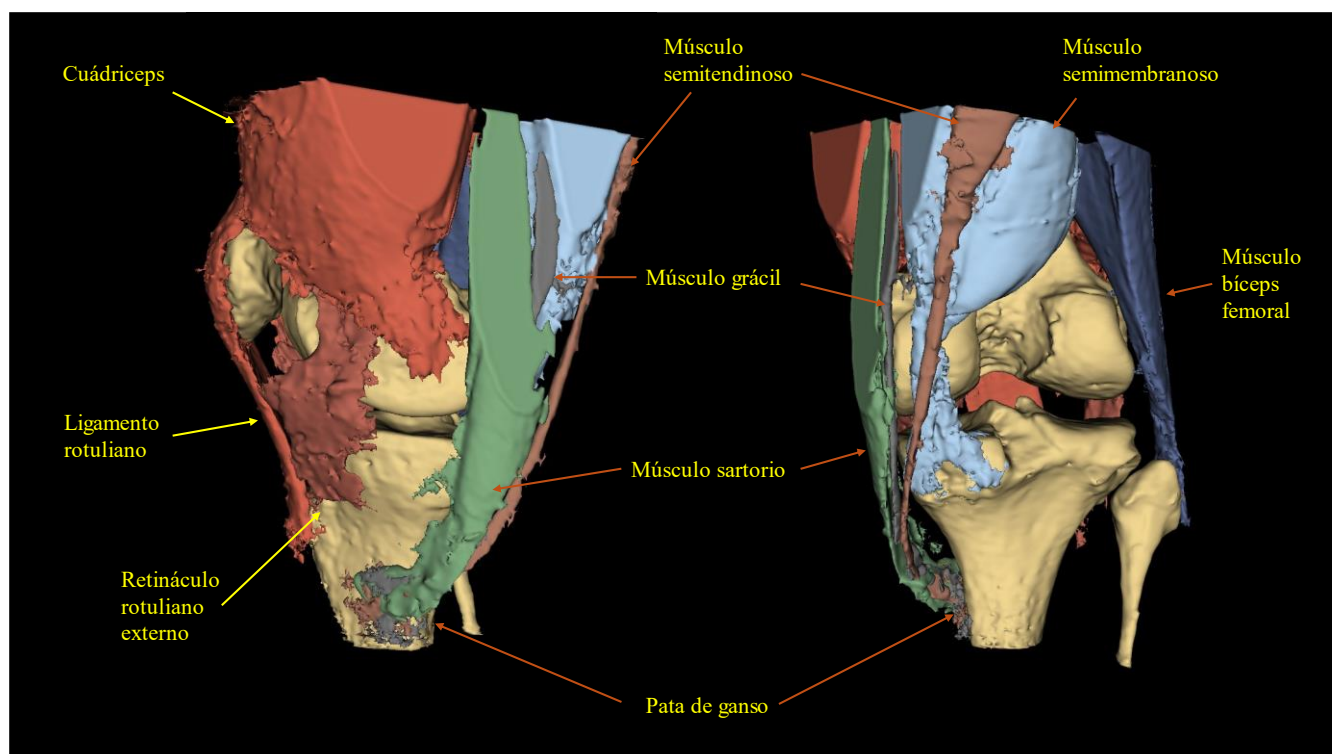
Visión posterior y medial del muslo. Recorrido de los músculos de la pata de ganso. La parte superior del sartorio y del grácil, junto con la del cuádriceps y la del semimembranoso aparecen aplanadas, ya que coinciden con el límite de los cortes de la RM con la que se está trabajando.
